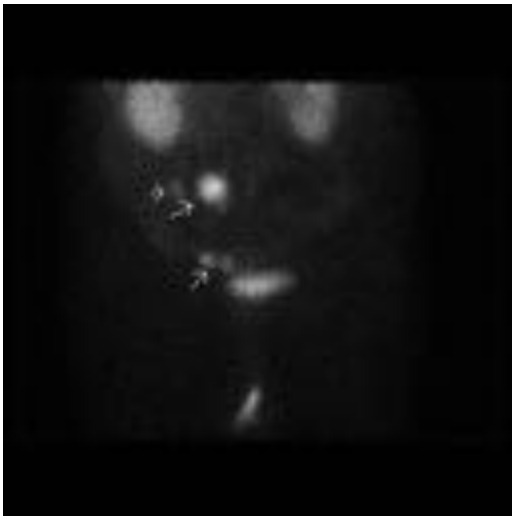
Gammagrafía del paciente de la figura anterior en la que se observan varios depósitos patológicos del radiotrazador en relación a adenopatías mesentéricas y los focos de tumor primario intestinal, alguno de estos últimos no tan evidente en el estudio de TC. En caso de considerar tratamiento quirúrgico curativo es crucial detectar todos los focos de tumor primario.
